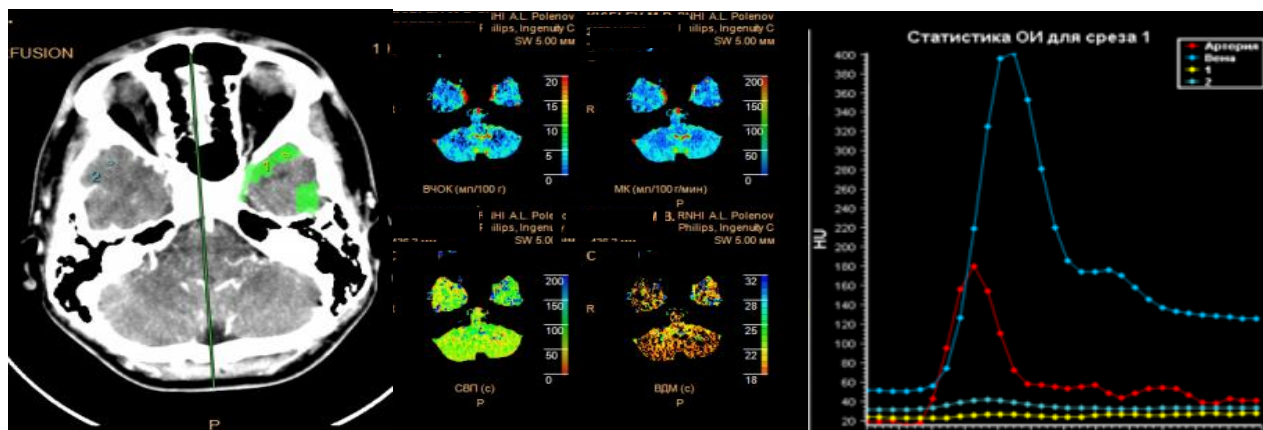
СКТ-перфузия на уровне базальных ядер пациента К-ва, 16 лет, история болезни №3287-2013, в области левой височной доли отмечается снижение показателей мозгового кровотока и внутричерепного объема крови в области полюса (СКТ признаки глиозных изменений левой височной доли)
